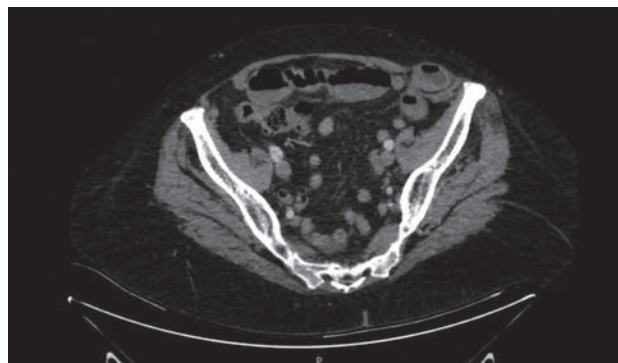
TAC de abdomen, corte axial, donde se evidencia la protrusión de íleon a través del defecto. Hernia de Spiegel izquierda.
